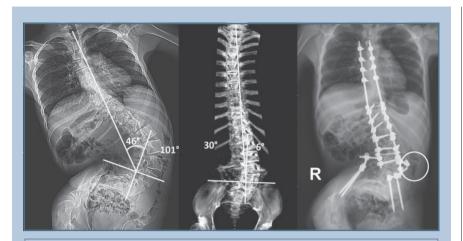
Рентгенограммы пациента Б., 16 лет, с нейрогенным сколиозом IV степени, ДЦП, тетрапарезом, GMFCS V до и после операции
